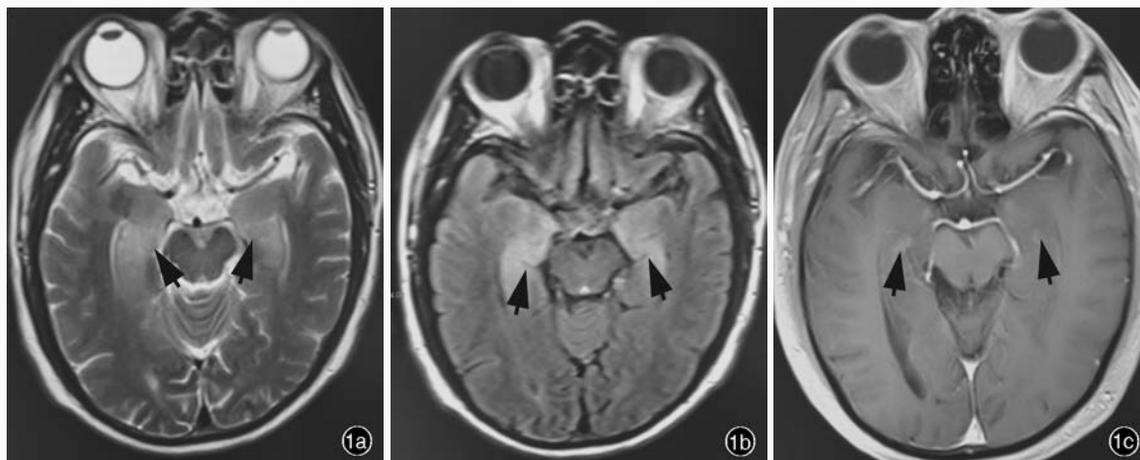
例1患者头部MRI检查所见 1a 横断面T<sub>2</sub>WI显示双侧颞叶内侧对称性高信号(箭头所示) 1b 横断面FLAIR成像显示双侧颞叶内侧对称性高信号(箭头所示) 1c 横断面增强T<sub>1</sub>WI显示双侧颞叶病灶呈轻度斑片状不均匀强化(箭头所示)
